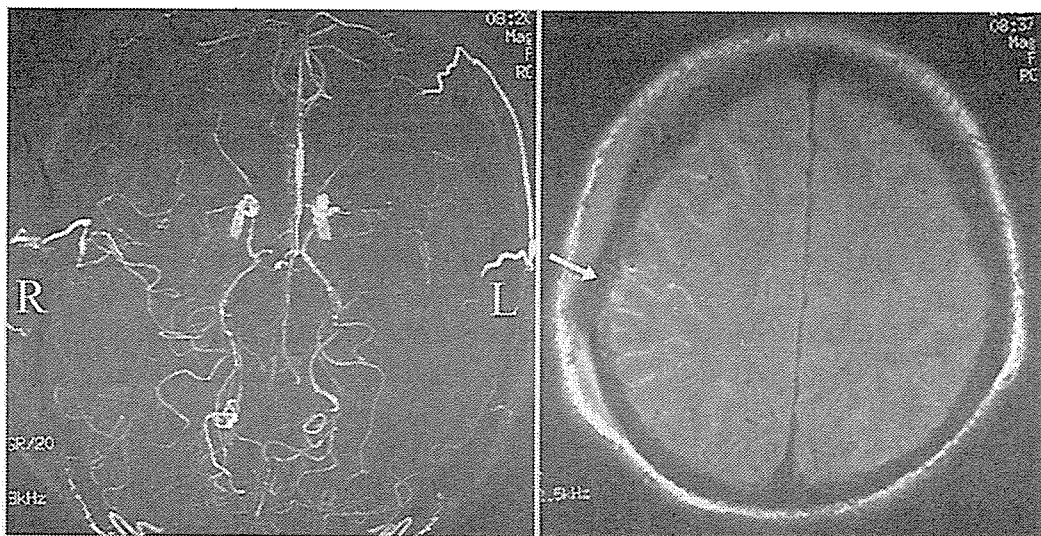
Case 5. Postoperative magnetic resonance angiogram showing the apparently patent STA-MCA bypass as a thick high signal intensity sign (A). Fluid attenuated inversion recovery showed laminar high signal intensity at the site of anastomosis (arrow in B). R: right, L: left A | B
